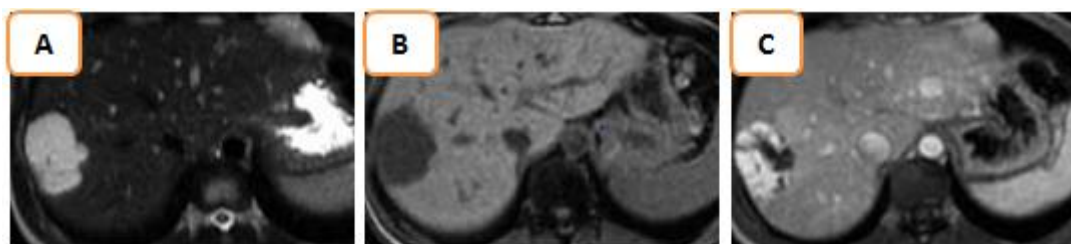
Angiome typique en IRM, lésion bien limitée en hypersignal franc en pondération T2(A), isointense T1(B) comparativement aux vaisseaux avec remplissage progressif centripète de la lésion T1 au temps portal (C).
